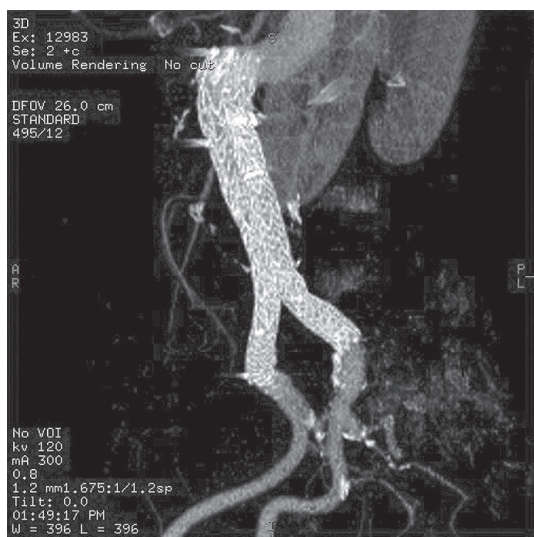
Tomografia computadorizada de controle após correção endovascular com endoprótese bifurcada, em paciente com AAA e colo angulado.
